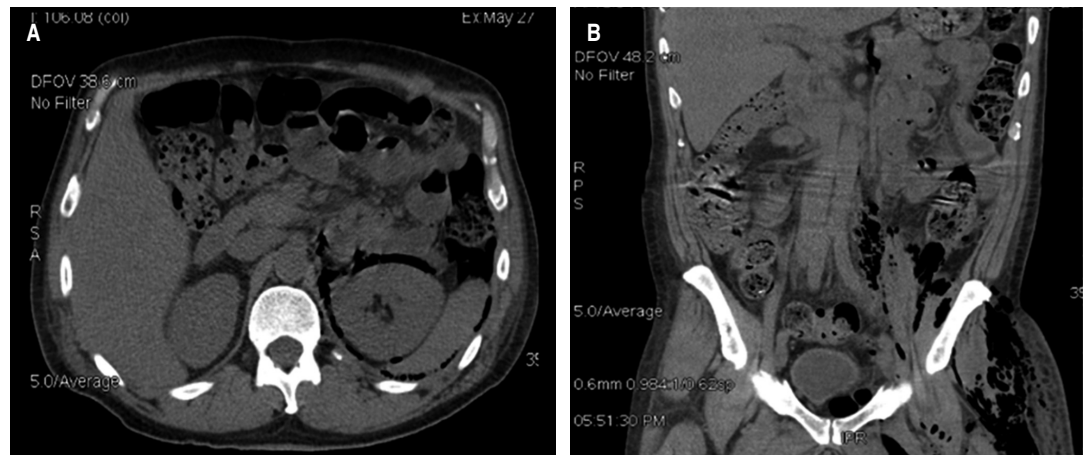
Tomografía simple de abdomen. A) Corte axial, se observa gas en el retroperitoneo que diseca el riñón izquierdo y la grasa perirrenal. B) Corte coronal, se observa abundante gas en el área glútea y muslo izquierdo.
